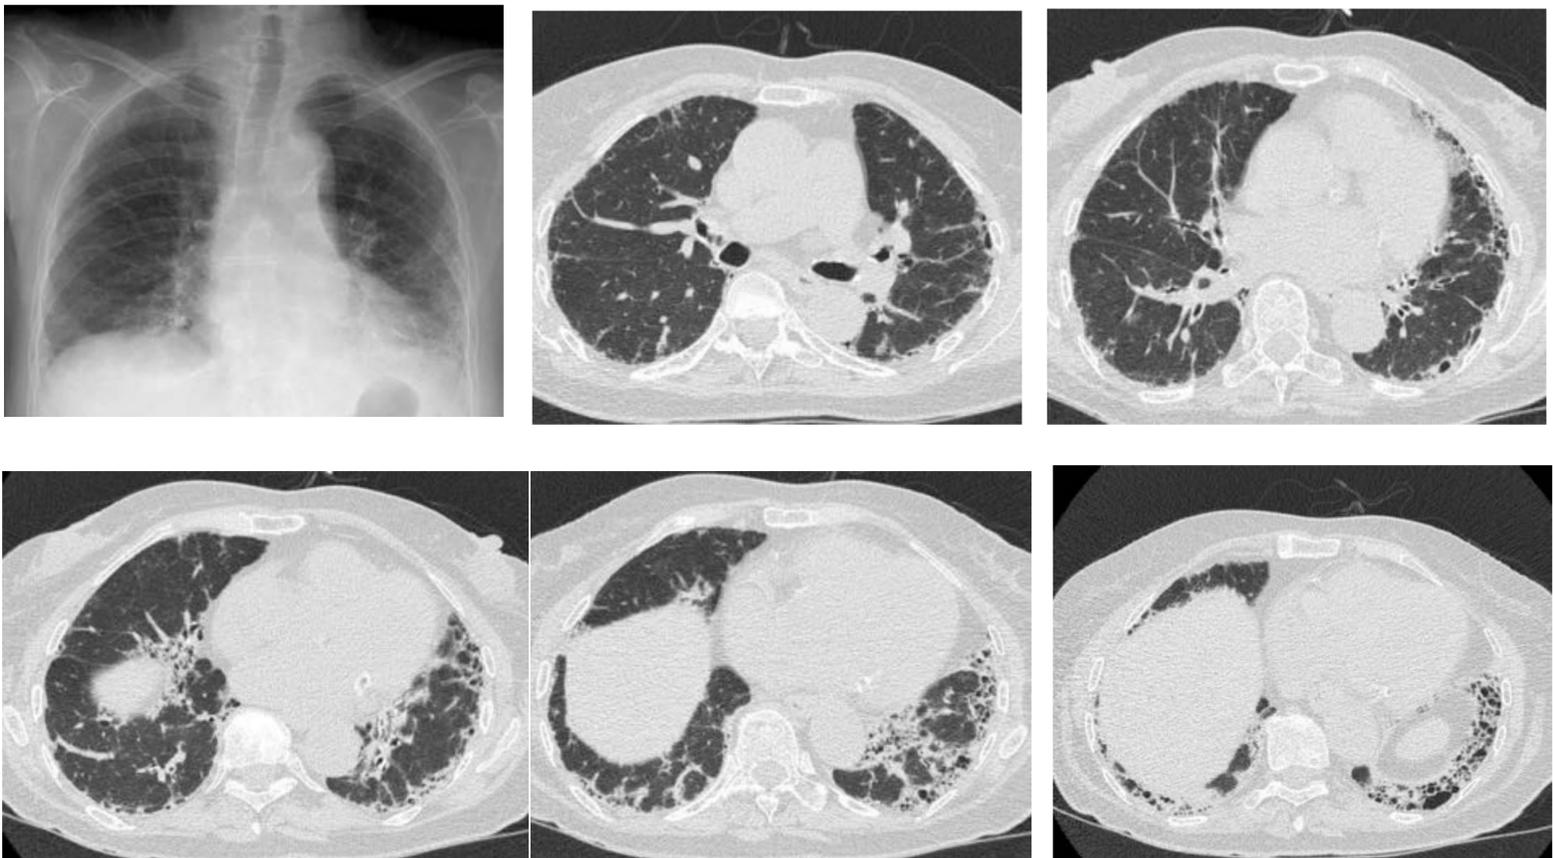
Mujer con AR de años de evolución. Tos y disnea progresiva. En Rx simple se sospecha enfermedad intersticial. Pruebas funcionales: disminución de la difusión. En TC presencia de patrón NIU.
